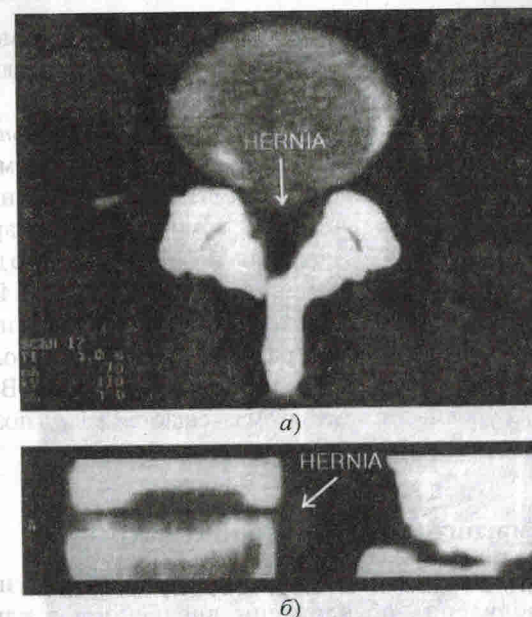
Медианная грыжа межпозвоночного диска $L_{IV} - L_V$: a — аксиальная томограмма; b — сагиттальная реконструкция изображения. Грыжа располагается на уровне межпозвоночного диска (стрелка). Возможно поражение обоих корешков L_V
